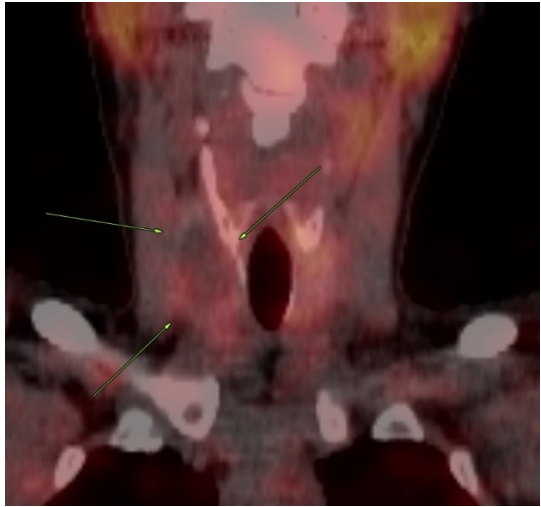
MIBI negativer, sonographisch echoarmer, im Tc-99m-Pertechnetat-Szintigramm kalter Knoten;
